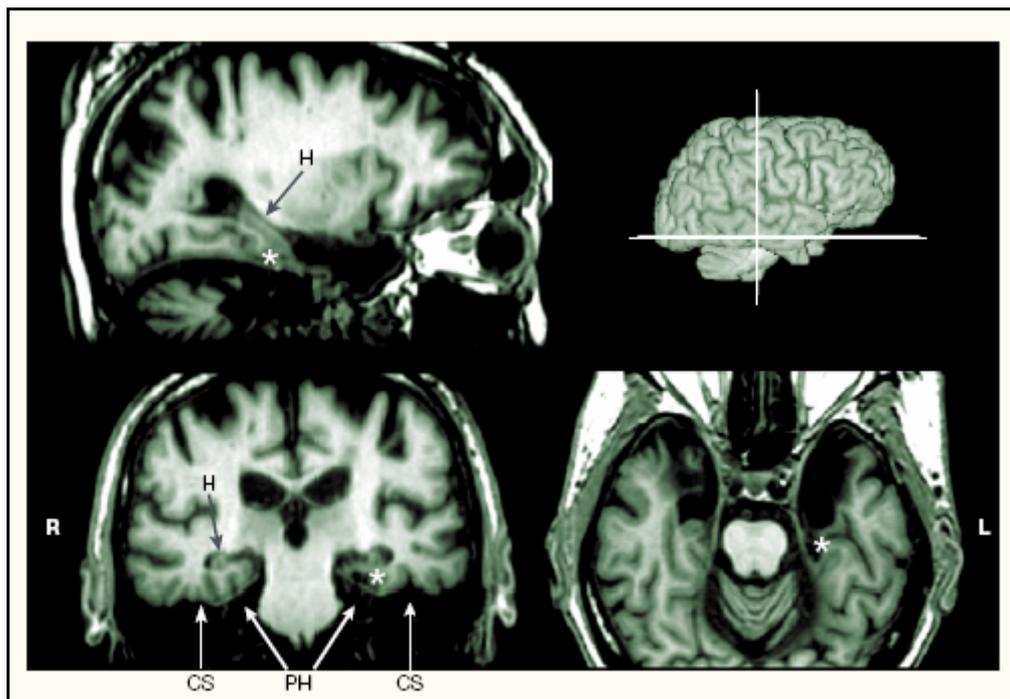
Imágenes de RM del paciente HM.
